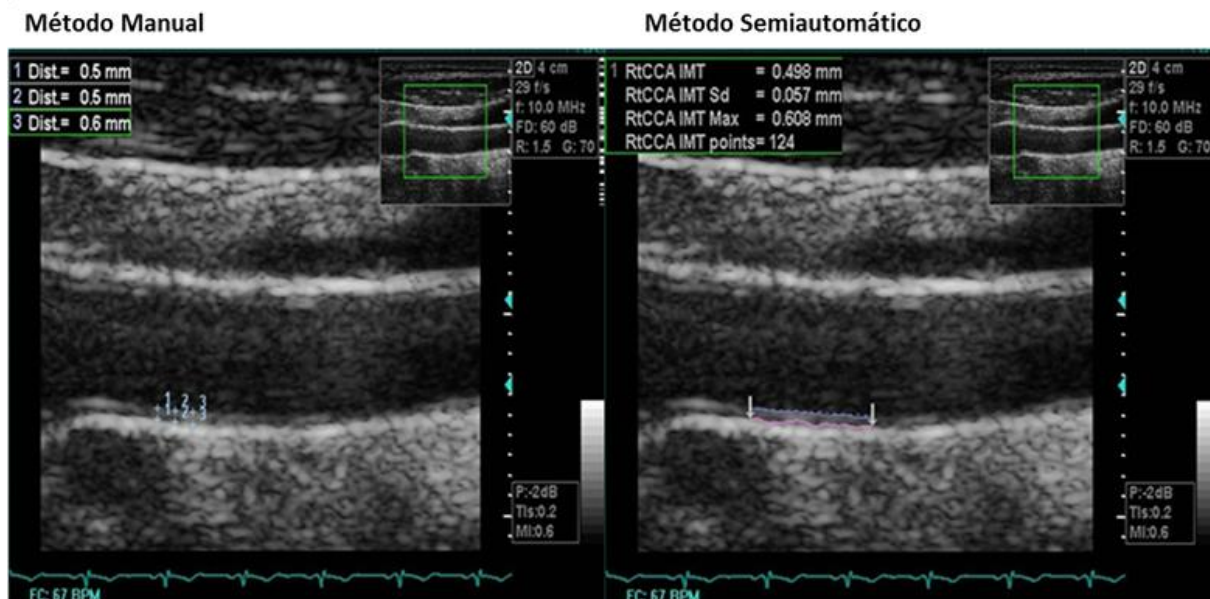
Medidas manual e semiautomática da espessura médio-intimal carotídea- Imagem de um dos exames da pesquisa realizado no Laboratório de Ultrassonografia da EBMSP
